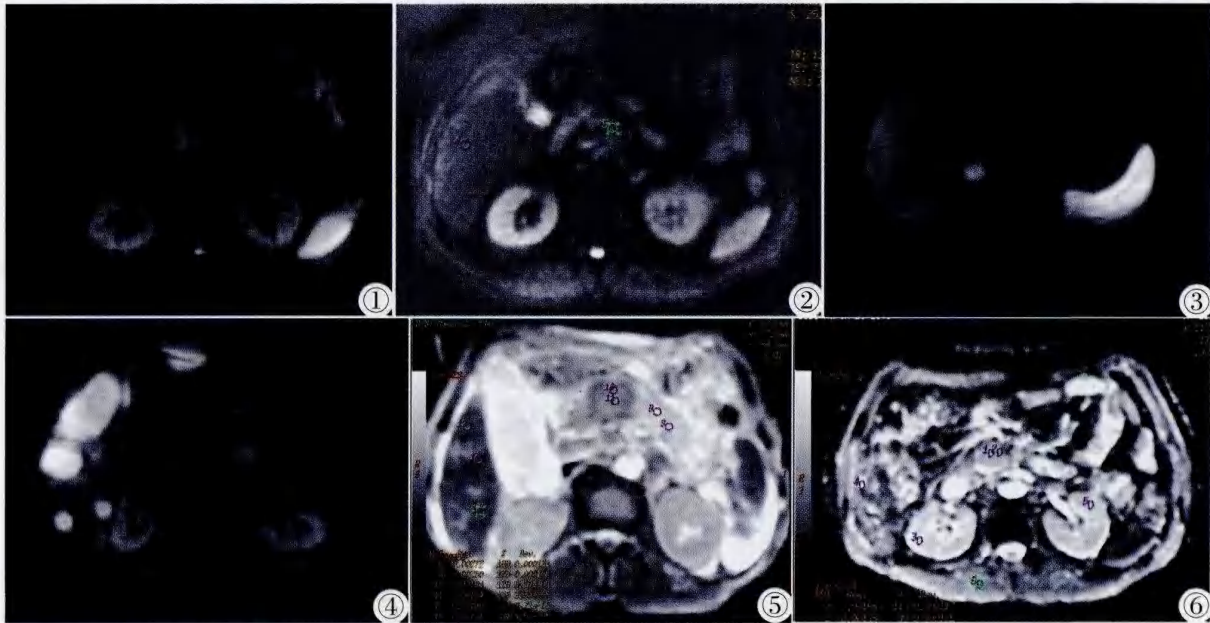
女, 60 岁, 小胰头癌病例(未作治疗), 直径 1.8 cm。横断位 DWI SE/EPI 序列(b 值 0, 600 s/mm<sup>2</sup>)示胰头部癌灶呈高信号。图 2 男, 54 岁, 胰头癌病例(放疗 2 月后复查), 横断位 DWI SE/EPI 序列(b 值 0, 600 s/mm<sup>2</sup>)示胰头部癌灶呈等信号。图 3 男, 60 岁, 胰尾癌病例(未作治疗)。横断位 DWI SE/EPI 序列(b 值 0, 600 s/mm<sup>2</sup>)示肝脏右叶前上段转移瘤呈高信号。图 4 女, 63 岁, 胰腺体尾癌病例(未作治疗)。横断位 DWI SE/EPI 序列(b 值 0, 600 s/mm<sup>2</sup>)示肝脏多发转移瘤及后腹膜淋巴结呈高信号。图 5 男, 71 岁。胰腺体部癌(未作治疗)。横断位 ADC 图(b 值 0, 600 s/mm<sup>2</sup>)示胰腺体部癌灶区测得平均 ADC 值为  $1.89 \times 10^{-3} \text{ mm}^2/\text{s}$ , 剩余胰腺实质区平均 ADC 值为  $2.27 \times 10^{-3} \text{ mm}^2/\text{s}$ 。图 6 与图 1 同一病例。横断位 ADC 图(b 值 0, 600 s/mm<sup>2</sup>)示胰腺头部癌灶区测得平均 ADC 值为  $1.55 \times 10^{-3} \text{ mm}^2/\text{s}$ 。
